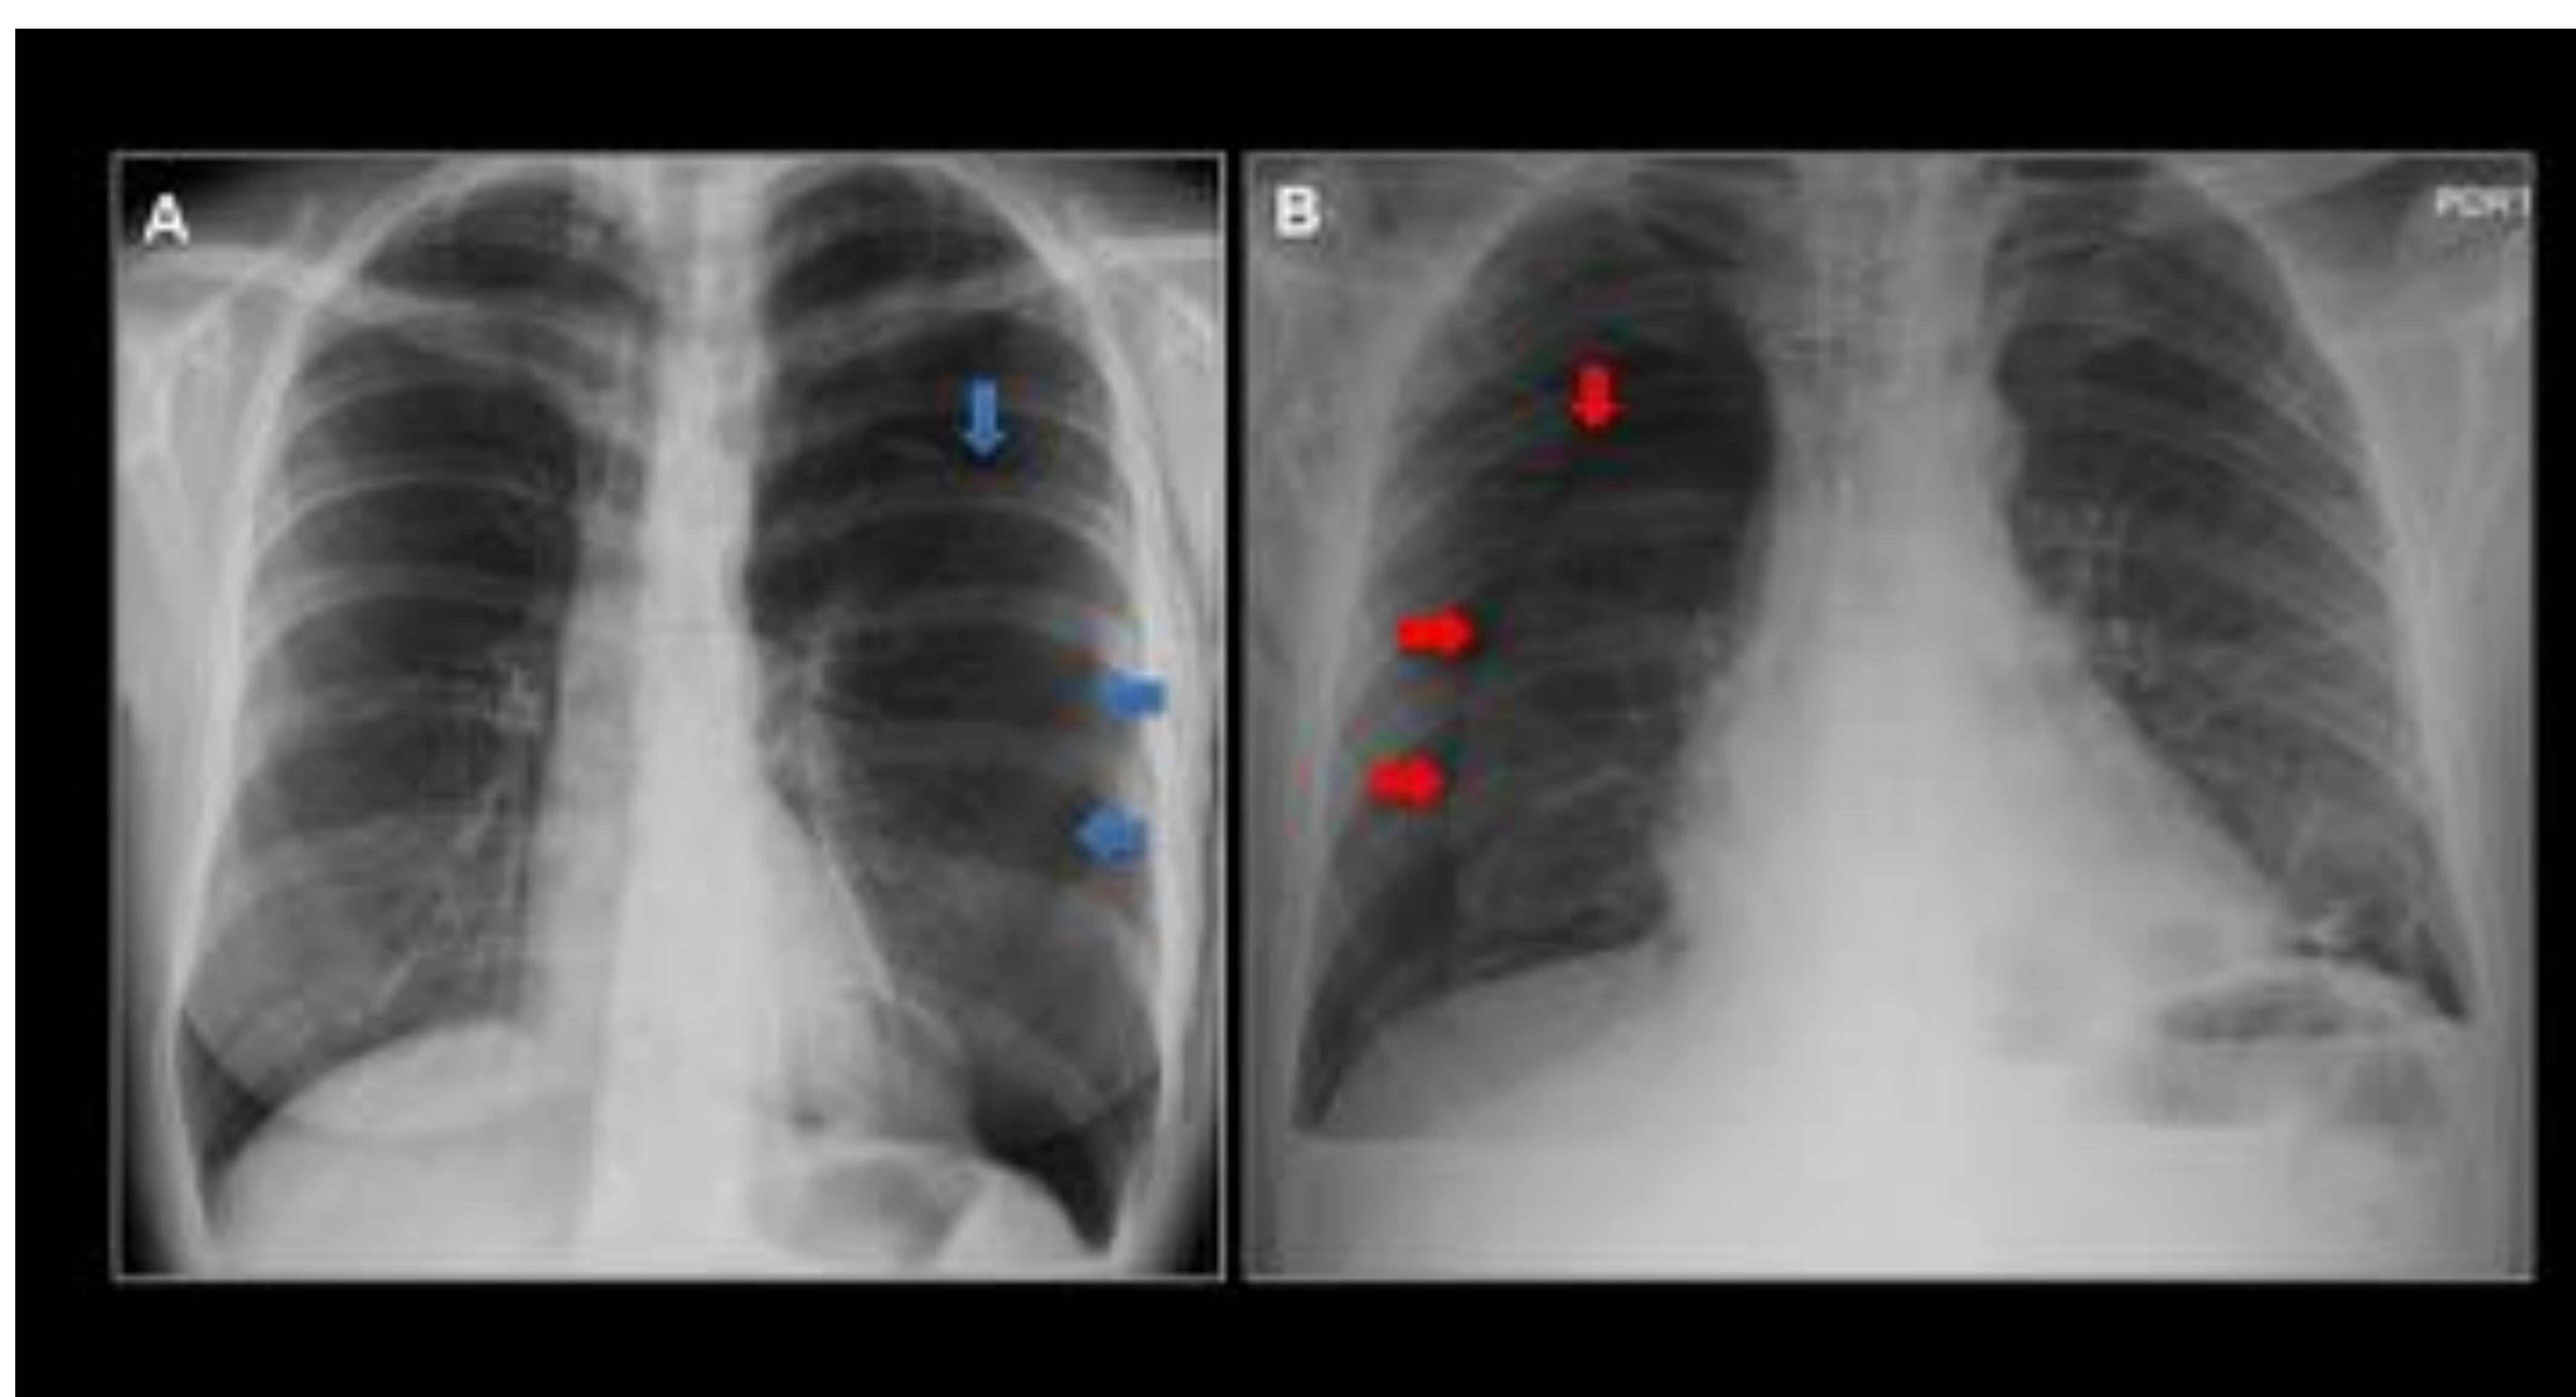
(A) Radiografía de tórax PA: marcado neumotórax izquierdo (flechas azules) con colapso del pulmón homolateral. (B) Radiografía de tórax PA: neumotórax derecho (flechas rojas) con colapso del pulmón homolateral sin desviación mediastínica. Hospital Universitario Central de Asturias
